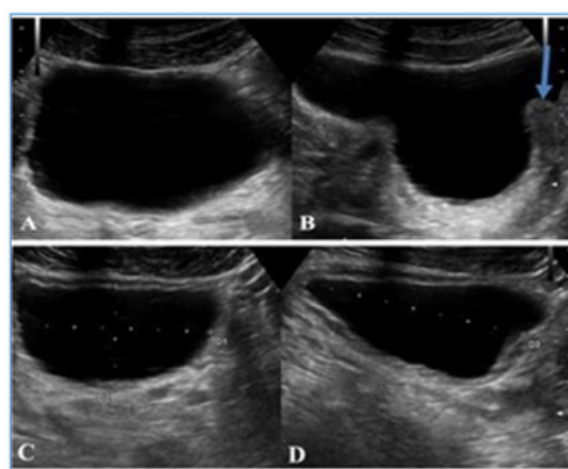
Échographie pelvienne par voie sus pubienne, coupes axiales (A, C) et sagittales (B, D) montrant une IPP (flèche) avec un RPM à 150 cc
